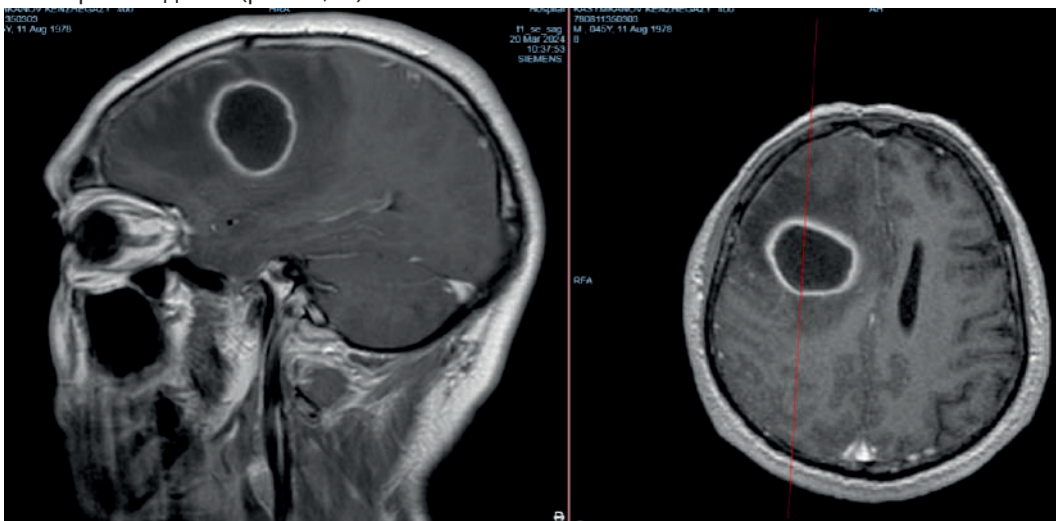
МРТ головного мозга с контрастированием
